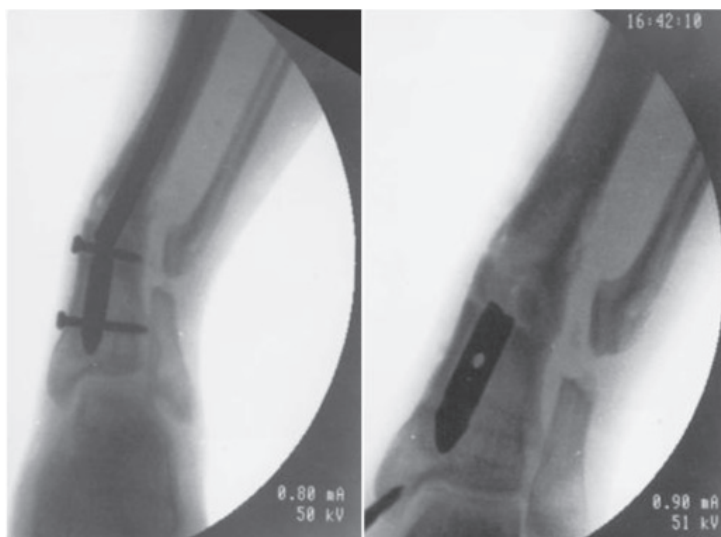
Фоторентгенограммы большого со сломанным стержнем на уровне отверстий для дистальных блокирующих винтов
